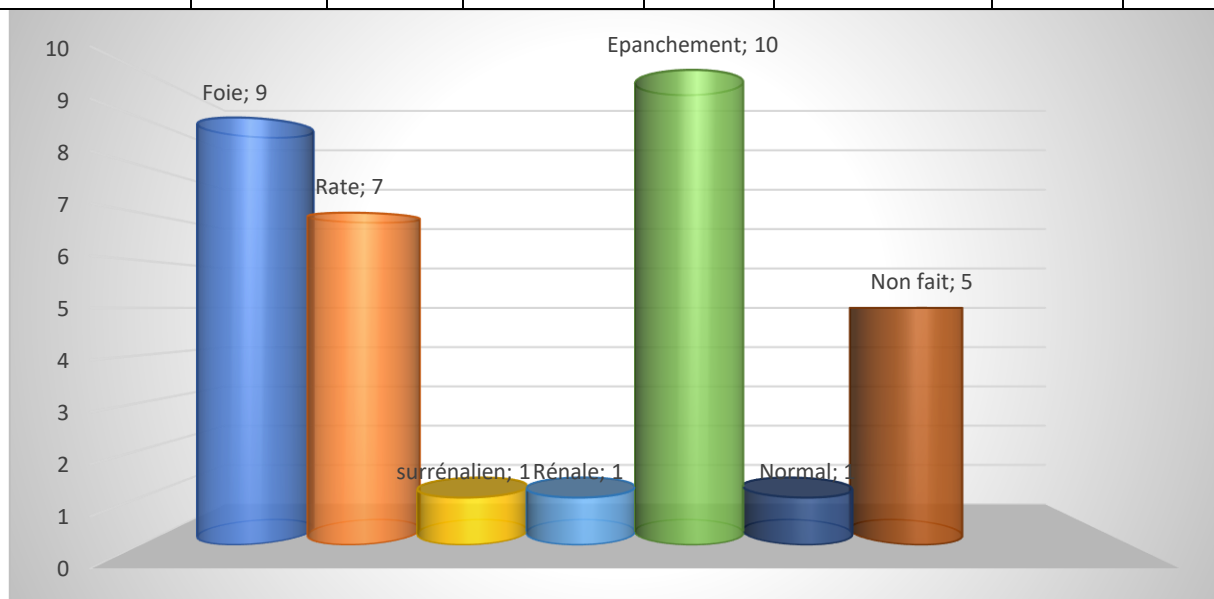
Représentation graphique du bilan lésionnel à l'échographie abdominale
